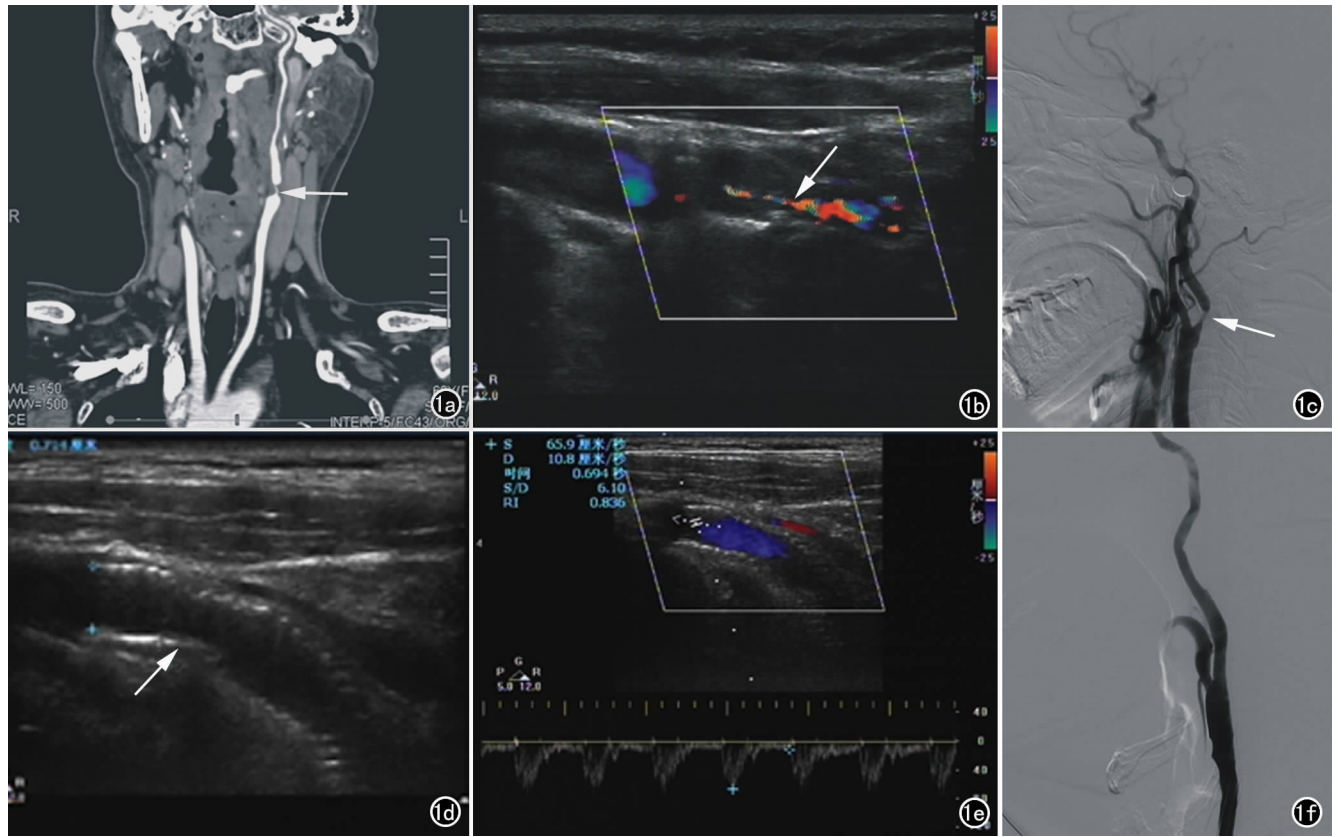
颈内动脉狭窄。a) MSCTA 示左侧颈内动脉起始段重度狭窄(箭); b) CDFI 示左侧颈内动脉起始段狭窄处花色血流(箭); c) DSA 示左侧颈内动脉起始段重度狭窄(箭); d) 行支架置入术后,二维超声显示左侧颈内动脉起始段金属支架回声(箭); e) CDFI 示支架置入后彩色血流图及频谱图; f) 左侧颈内动脉起始段支架置入术后 DSA 图像。
